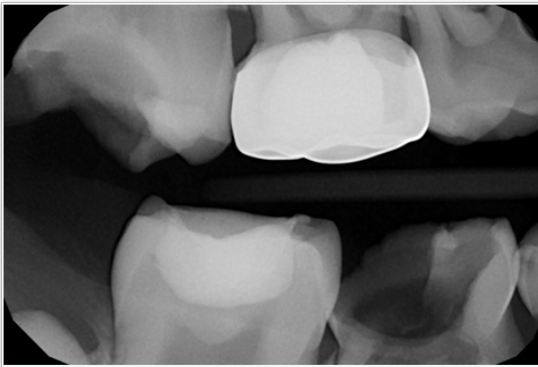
Radiografía aleta de mordida lado derecho Estado bucal Noviembre de 2016. Patología cariosa distal de 8.4 que no se evidencia clínicamente.
